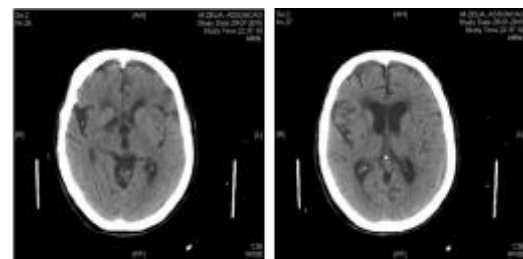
TAC-CE (29/07/2015) de controlo. Reabsorção quase completa do hematoma.
